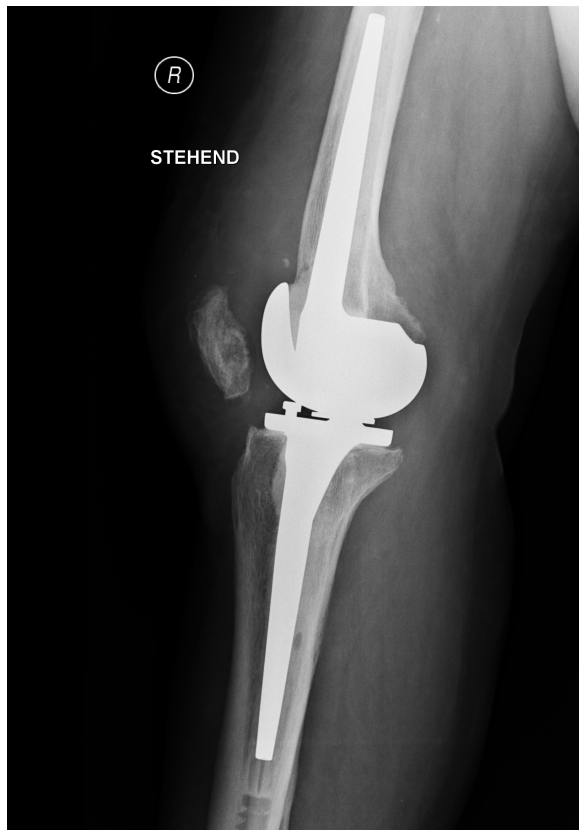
Seitliches Röntgen eines Patienten. Beim Vorliegen einer Quadrizepssehnenruptur ist hier eine tief stehende Patella (sog. Patella baja) zu identifizieren. Der Blackburne-Peel Index beträgt 0,13.
